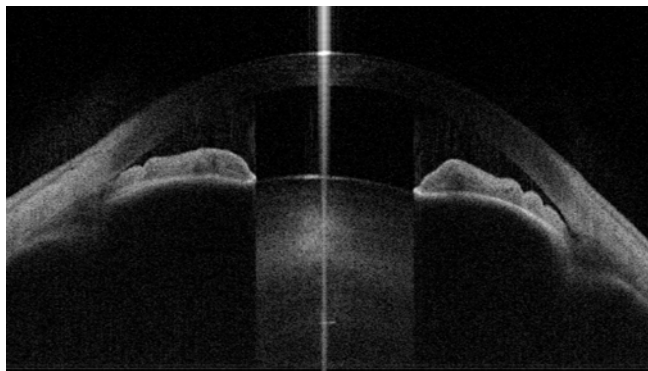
Состояние структур угла передней камеры до имплантации ИОЛ аккомодирующего типа (обследование на 3 D оптическом когерентном томографе SS-1000 Casia).
